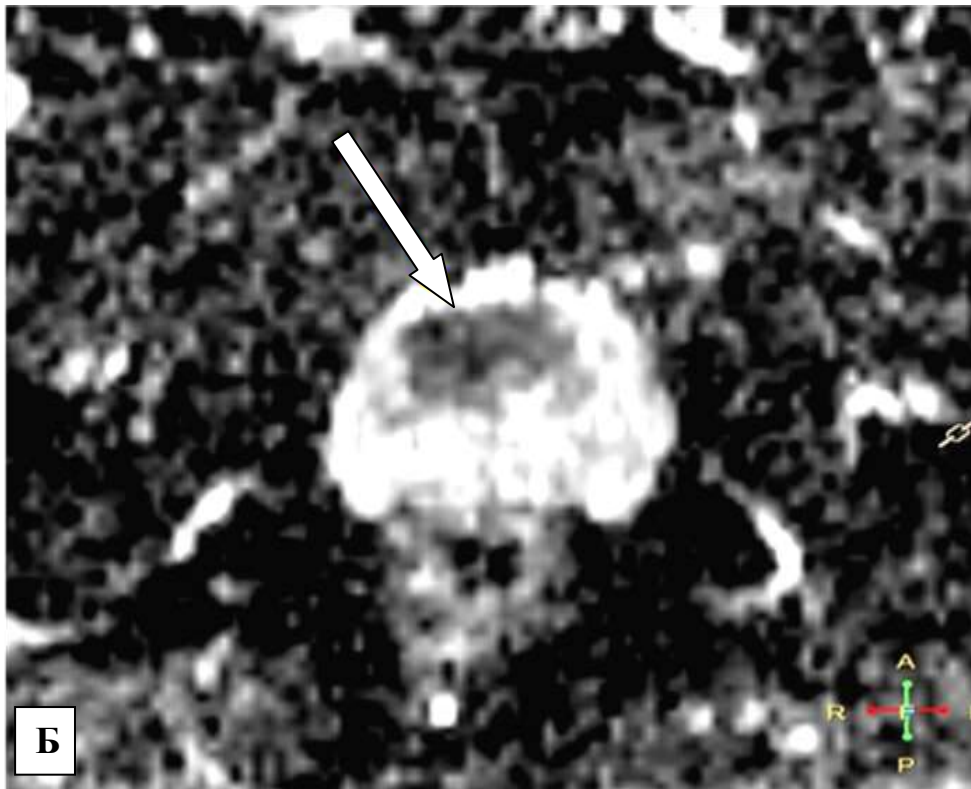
ИКД-карта — гипоинтенсивный очаг (ограничения диффузии) в передних отделах ПЖ. PI-RADS — 5 баллов
